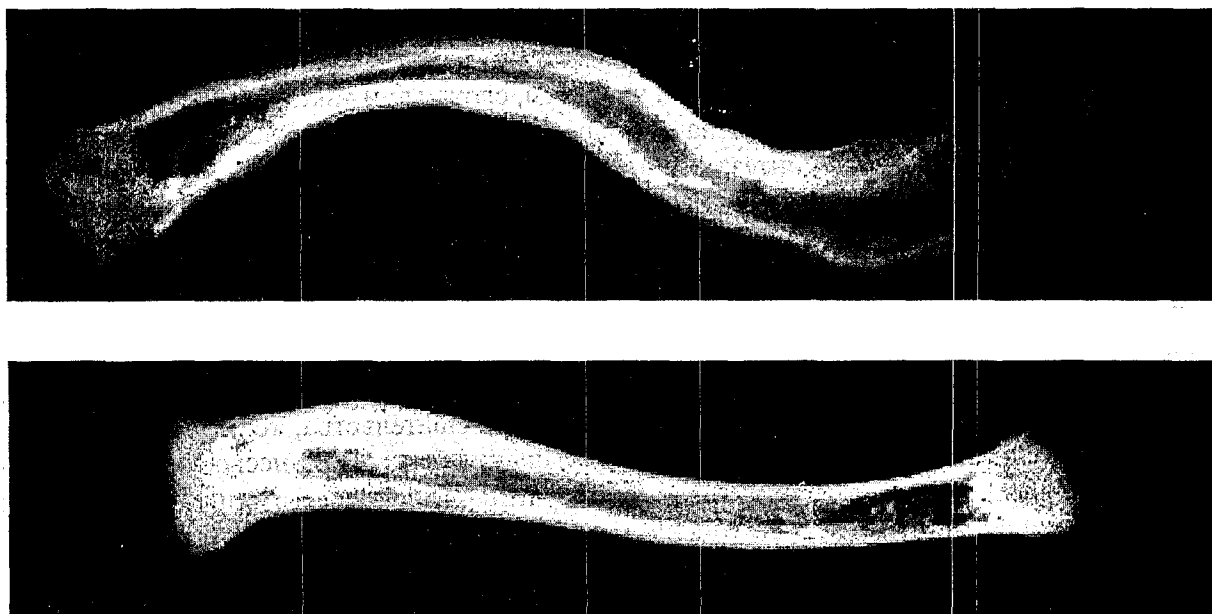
Рентгенограмма акромеального и смешанного типа ключицы после трепанации передней стенки и удаления спонгиозной костной ткани.
